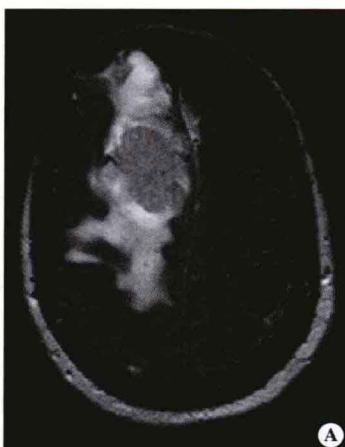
轴位 MRI 显示高信号病灶脑膜瘤及水肿(A),大脑半球内白质低信号区域(B,箭头),以及等信号的垂体肿瘤(PT)(C)。
